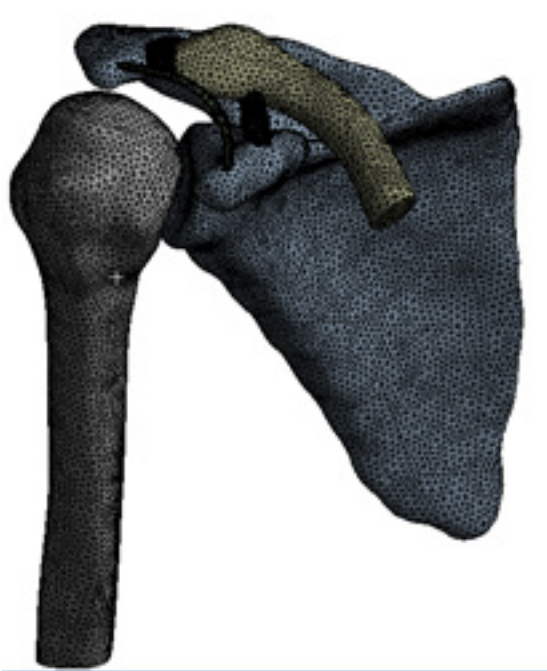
BT görüntüleri kullanılarak modellerin oluşturulması
